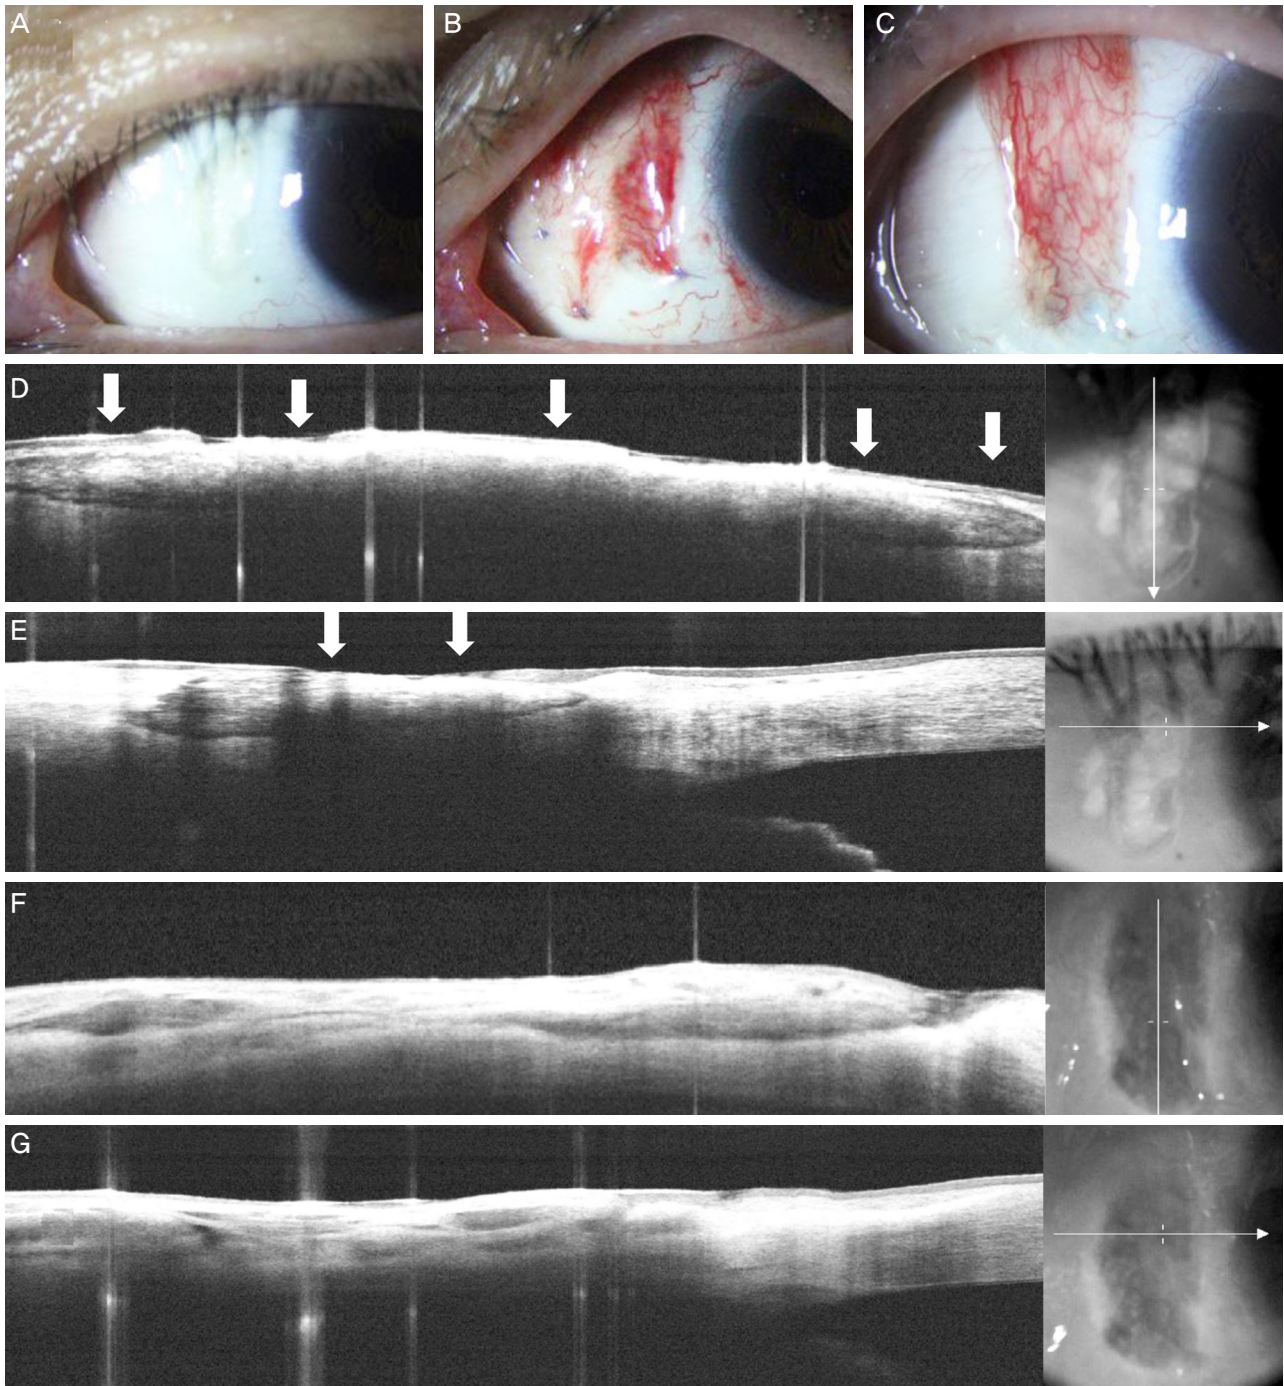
Slit-lamp and fourier domain optical coherence tomography (FD-OCT) findings. (A, D, E) Preoperative slit-lamp and horizontal and vertical findings of FD-OCT images. Broad calcium plaque with dark margin is shown in FD-OCT (arrows). The image plane is indicated on photographs besides each OCT images. (B, F, G) One day after conjunctival flap surgery. Slit-lamp and horizontal and vertical FD-OCT images showed removed calcium plaque. (C) One month after conjunctival flap surgery.
